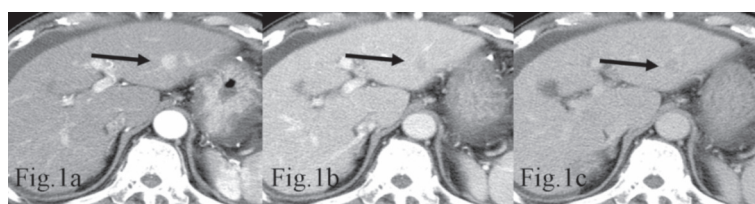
プロトコールA 肝細胞癌 (矢印) (60才男性) の3相ダイナミック CT
